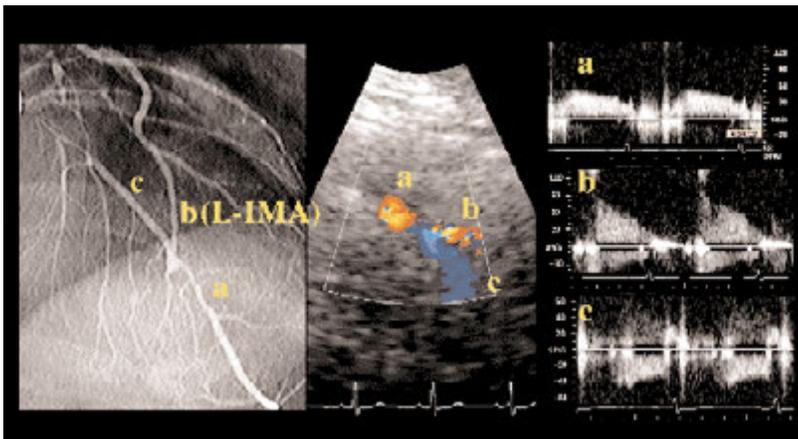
CABG後症例での左内胸動脈と前下降枝動脈吻合部のカラードプラエコー図
